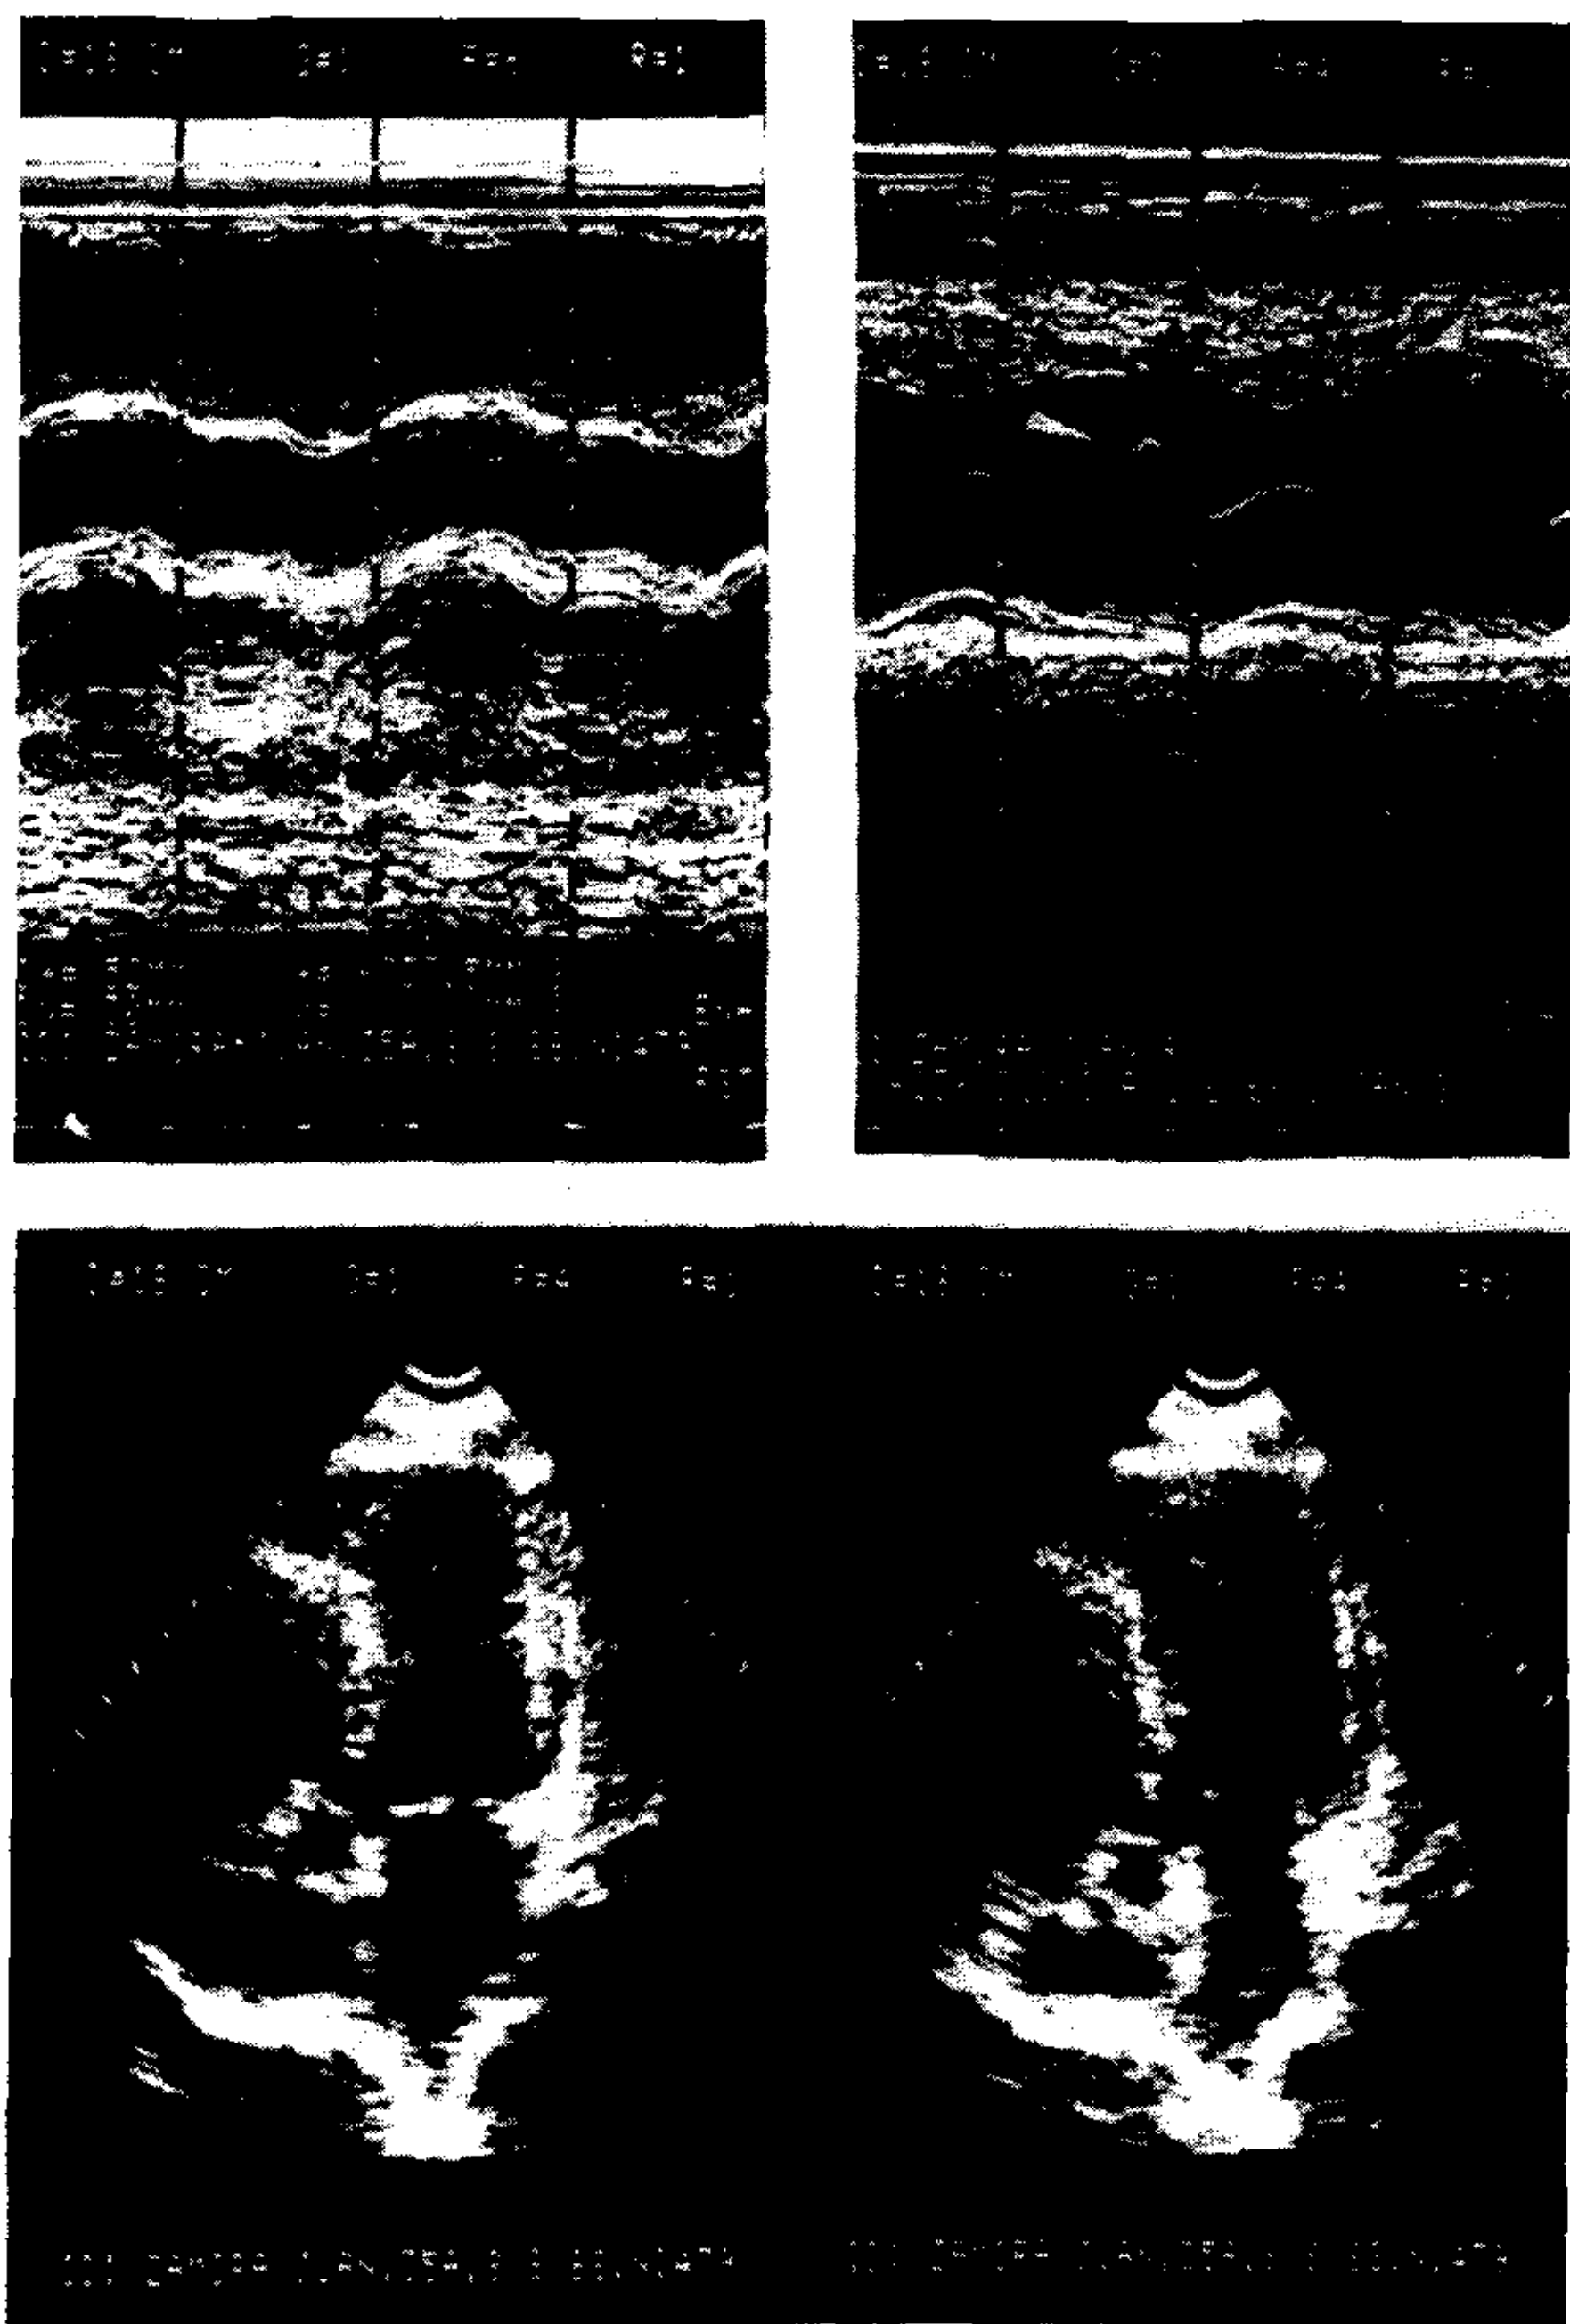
En el ecocardiograma de agosto de 1986 se aprecia la hipertrofia concéntrica ya mencionada y la dilatación auricular izquierda. No existe movimiento anterior sistólico de la válvula mitral.
